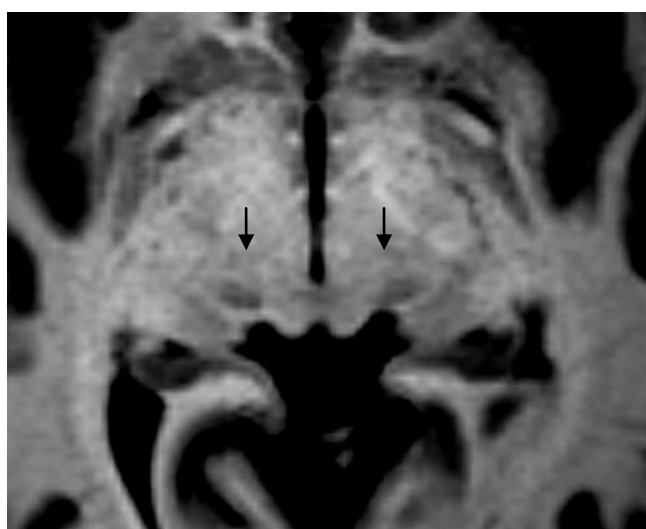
Estudio de RM, secuencia 3DFSPGR, plano axial, se identifican ambos núcleos subtalámicos (flechas) como masas de sustancia gris inmediatamente superiores a la sustancia negra.
